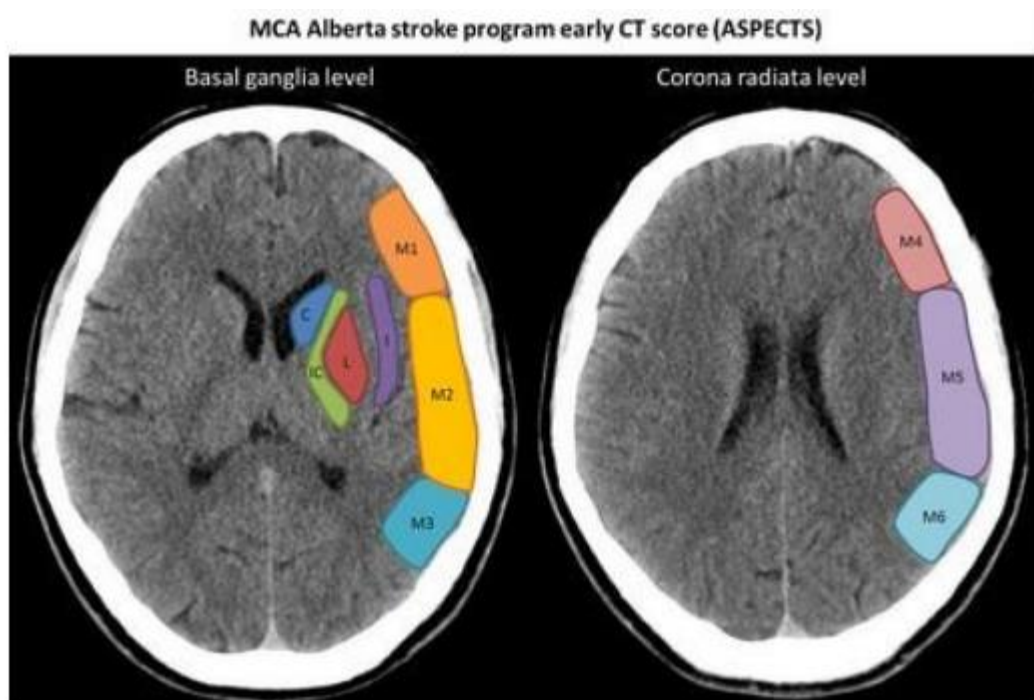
Territori vascolari valutati nello score ASPECT. C: Caudato, IC: capsula interna; L: nucleo lentiforme; I: Corteccia insulare; M1: corteccia MCA anteriore; M2: corteccia MCA laterale al nastro insulare; M3: corteccia MCA posteriore; M4: Territorio superiore MCA anteriore; M5: Territorio superiore MCA laterale; M6: Territorio superiore MCA posteriore. [38]
